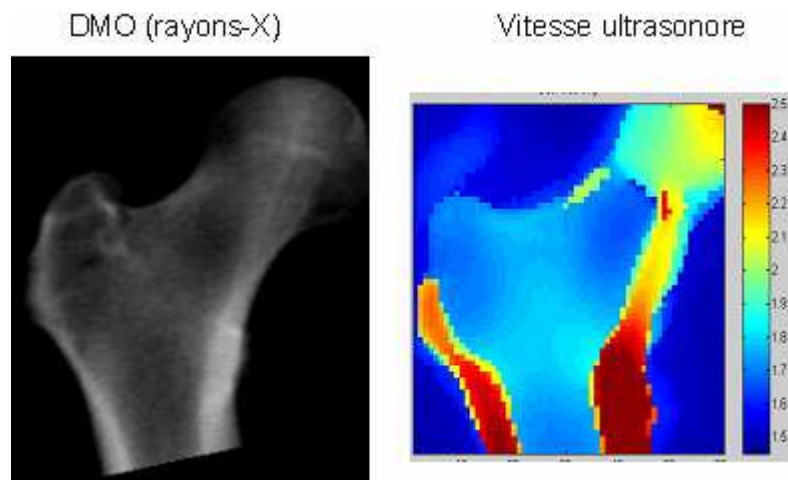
Comparaison entre une image de l'ESF obtenue par rayons-X (à gauche) et une image de vitesse ultrasonore à l'ESF (à droite). La région corticale correspond à des vitesses élevées (en rouge) (source : [30]).
